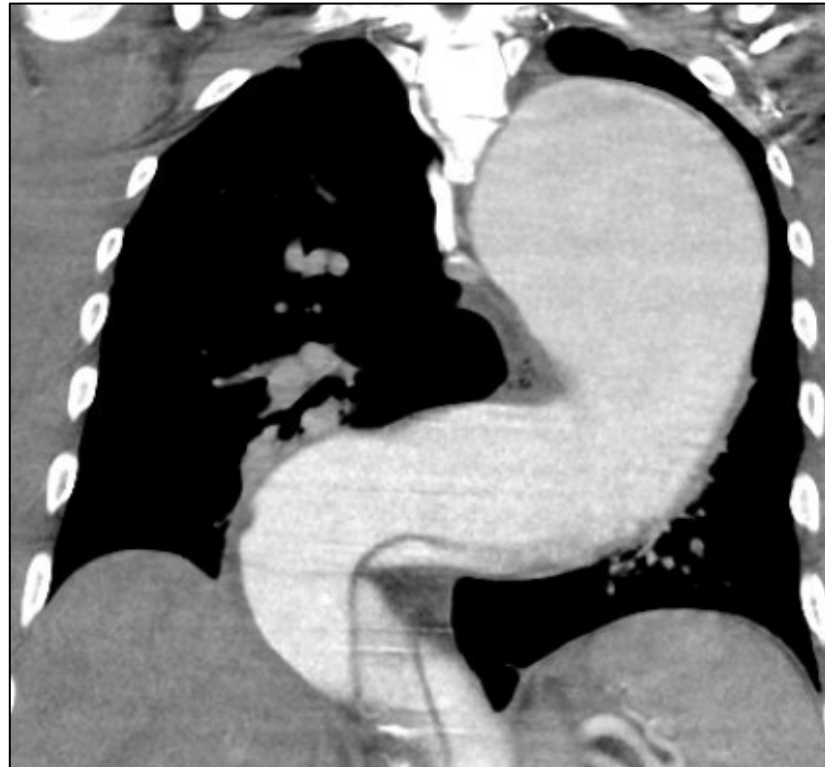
CTA in koronarer Ansicht einer Typ B Aortendissektion mit einem ausgeprägten Aneurysma und Kinking der Aorta.
